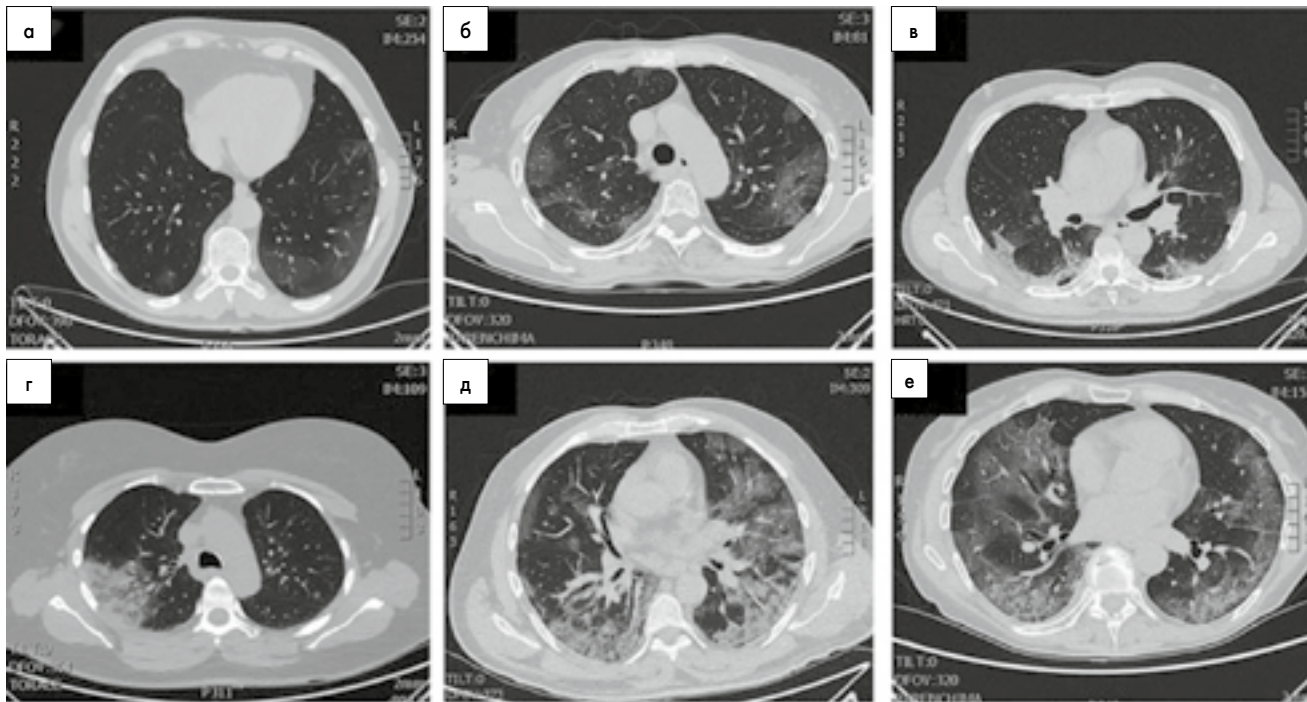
Типові патерни COVID-19 на КТ ОГК.
